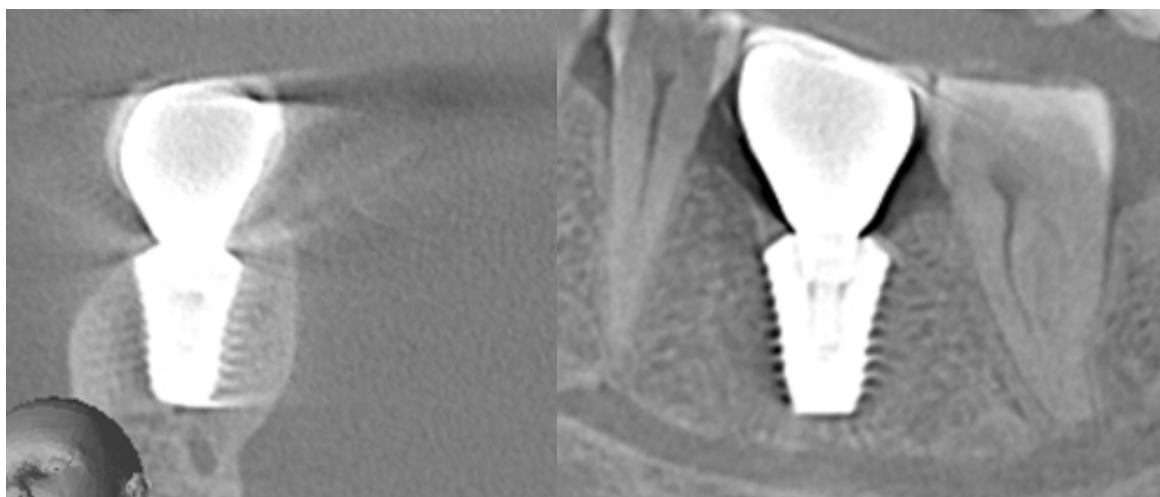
31 Снимок компьютерной томографии, сделанный спустя год после имплантации на место зуба 36
